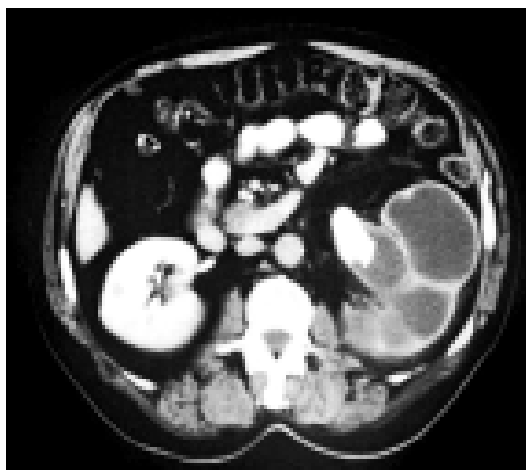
TAC: litiasis piélica izquierda con hidronefrosis.
